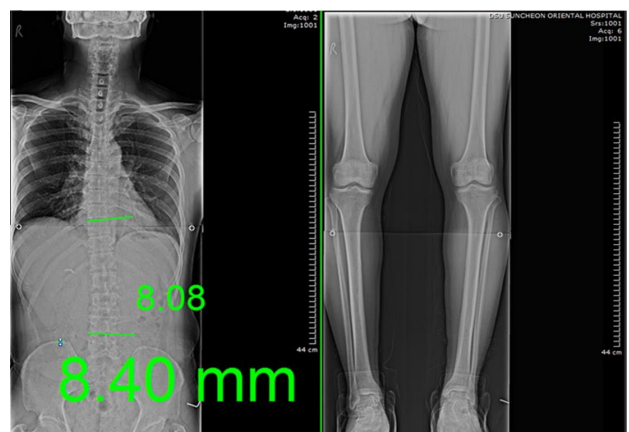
Change of radiograph at after 3<sup>rd</sup> treatment(Case 1).
